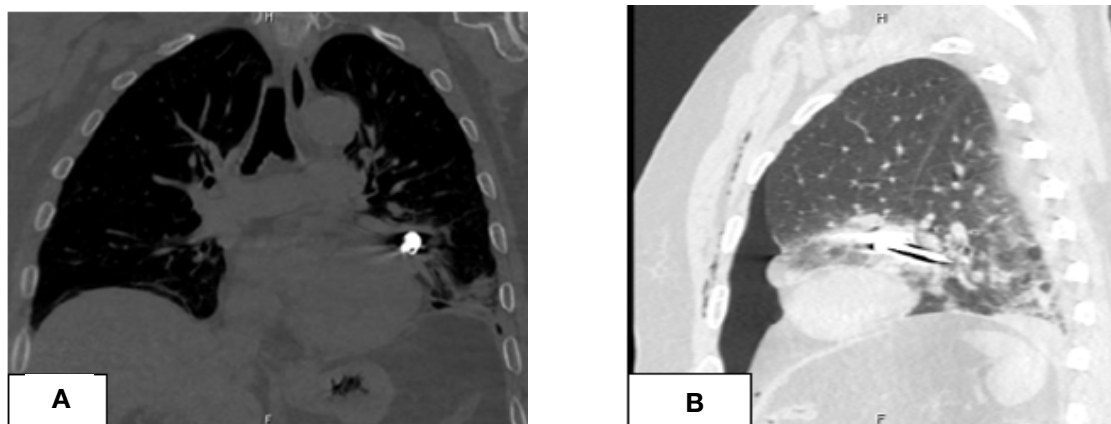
КТ грудной клетки. Инородное тело (дюбель): А – фронтальная реконструкция, В – сагиттальная реконструкция
